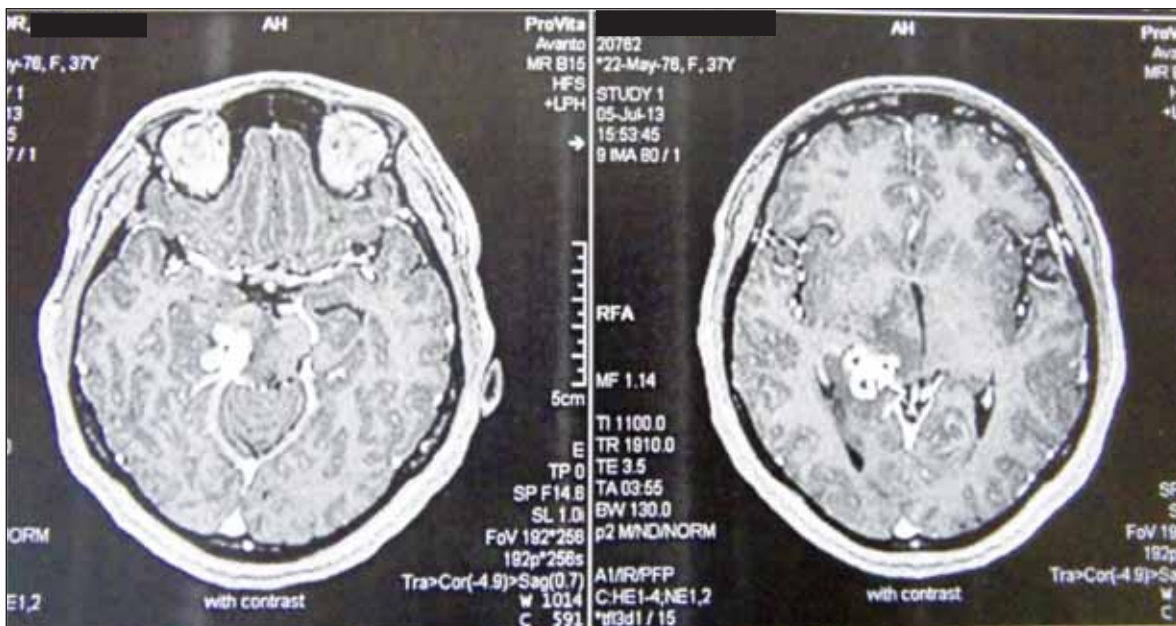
RMN-ul cerebral din 5 iulie 2013
